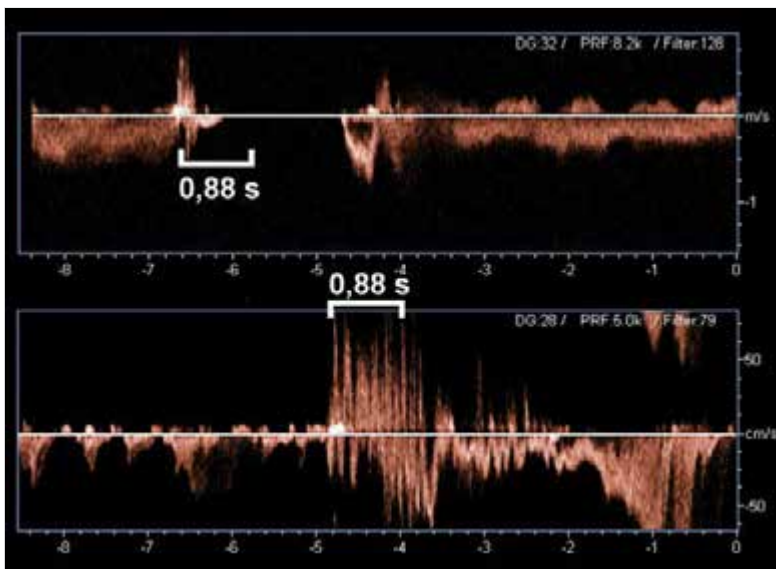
Überprüfung der Jugularvenenklappeninsuffizienz mit der Doppler-Methode. Physiologische kurze retrograde Strömungskomponente bei Klappenschluss kürzer als 0,88 s (oben). Insuffizienz mit retrograder Komponente von  $> 0,88$  s Dauer (unten).
